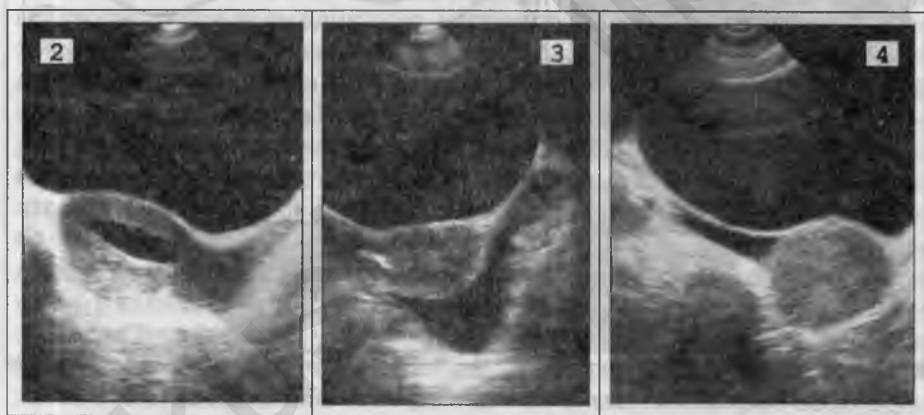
Эхографическая ГСГ. Непроходимость правой маточной трубы (1 – до инфузии жидкости в М; 2, 3, 4 – после введения).
